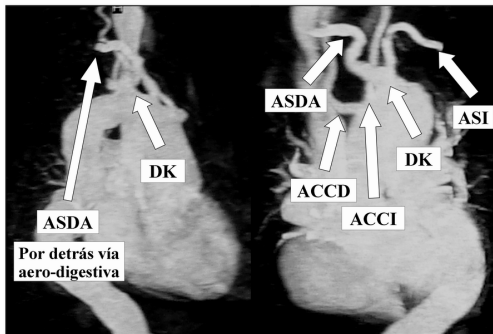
Reconstrucción angio resonancia, ASDA con DK. (ASDA, arteria subclavia derecha aberrante; DK, divertículo de Kommerell; ACCD, arteria carótida común derecha; ACCI, arteria carótida común izquierda; ASI, arteria subclavia izquierda).
